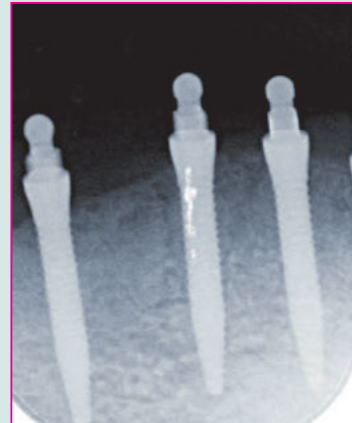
Röntgenkontrollaufnahme der inserierten Implantate.
